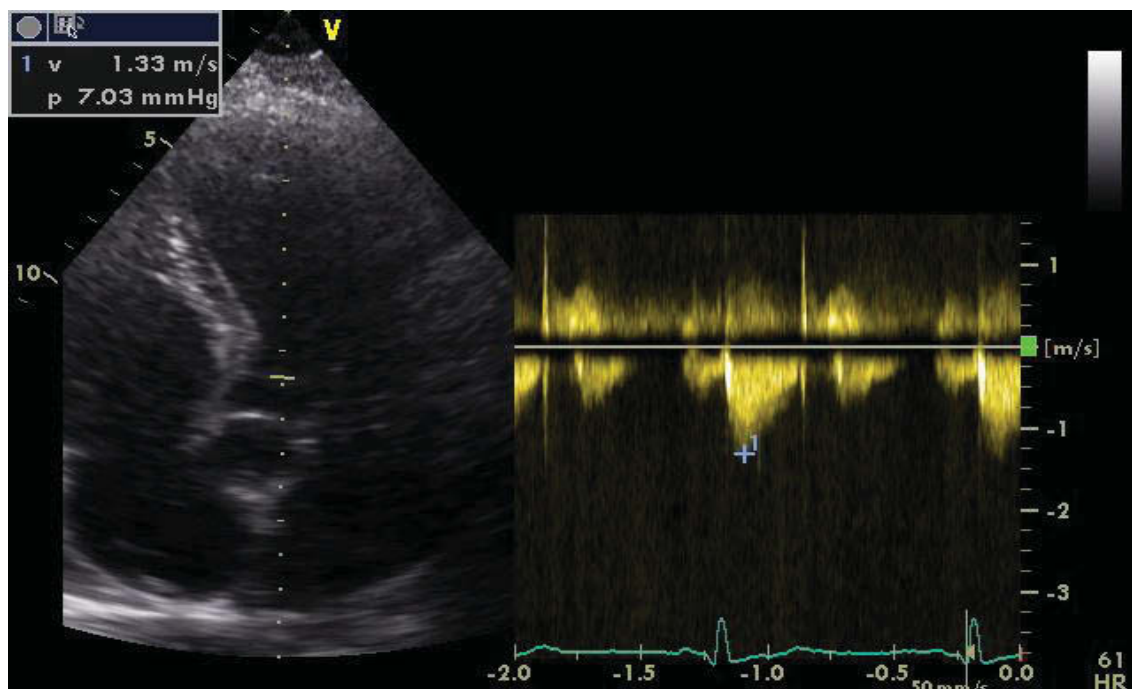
CW- Doppler Aortenklappe
